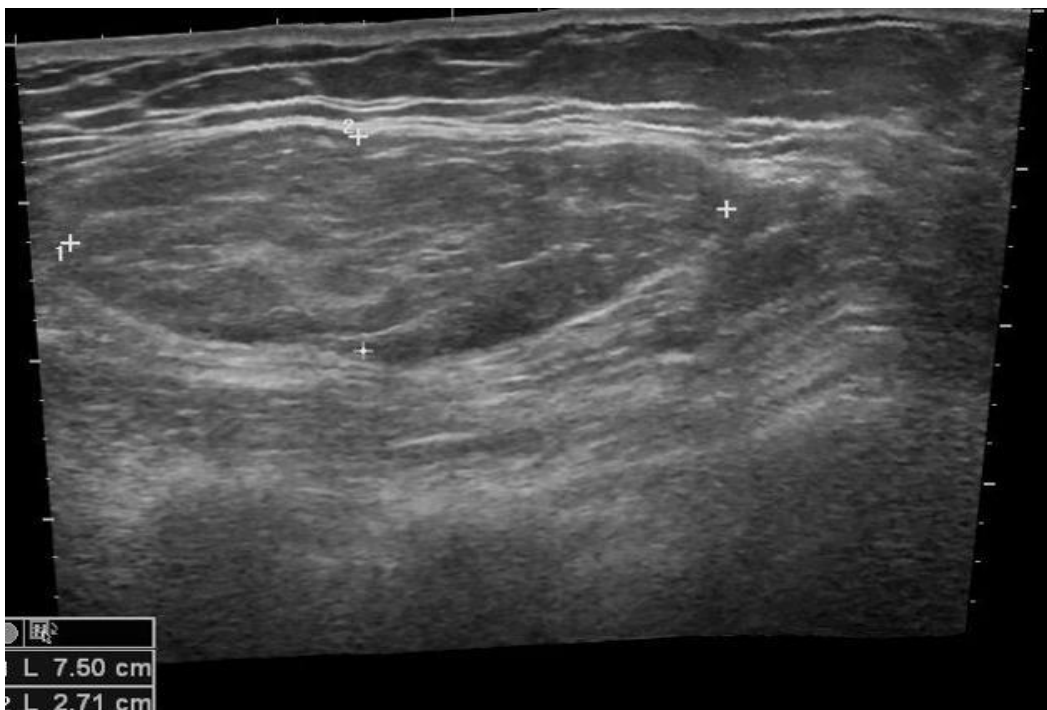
Image échographique d'un Lipome : masse encapsulée de même échogénicité que la graisse. [113]
